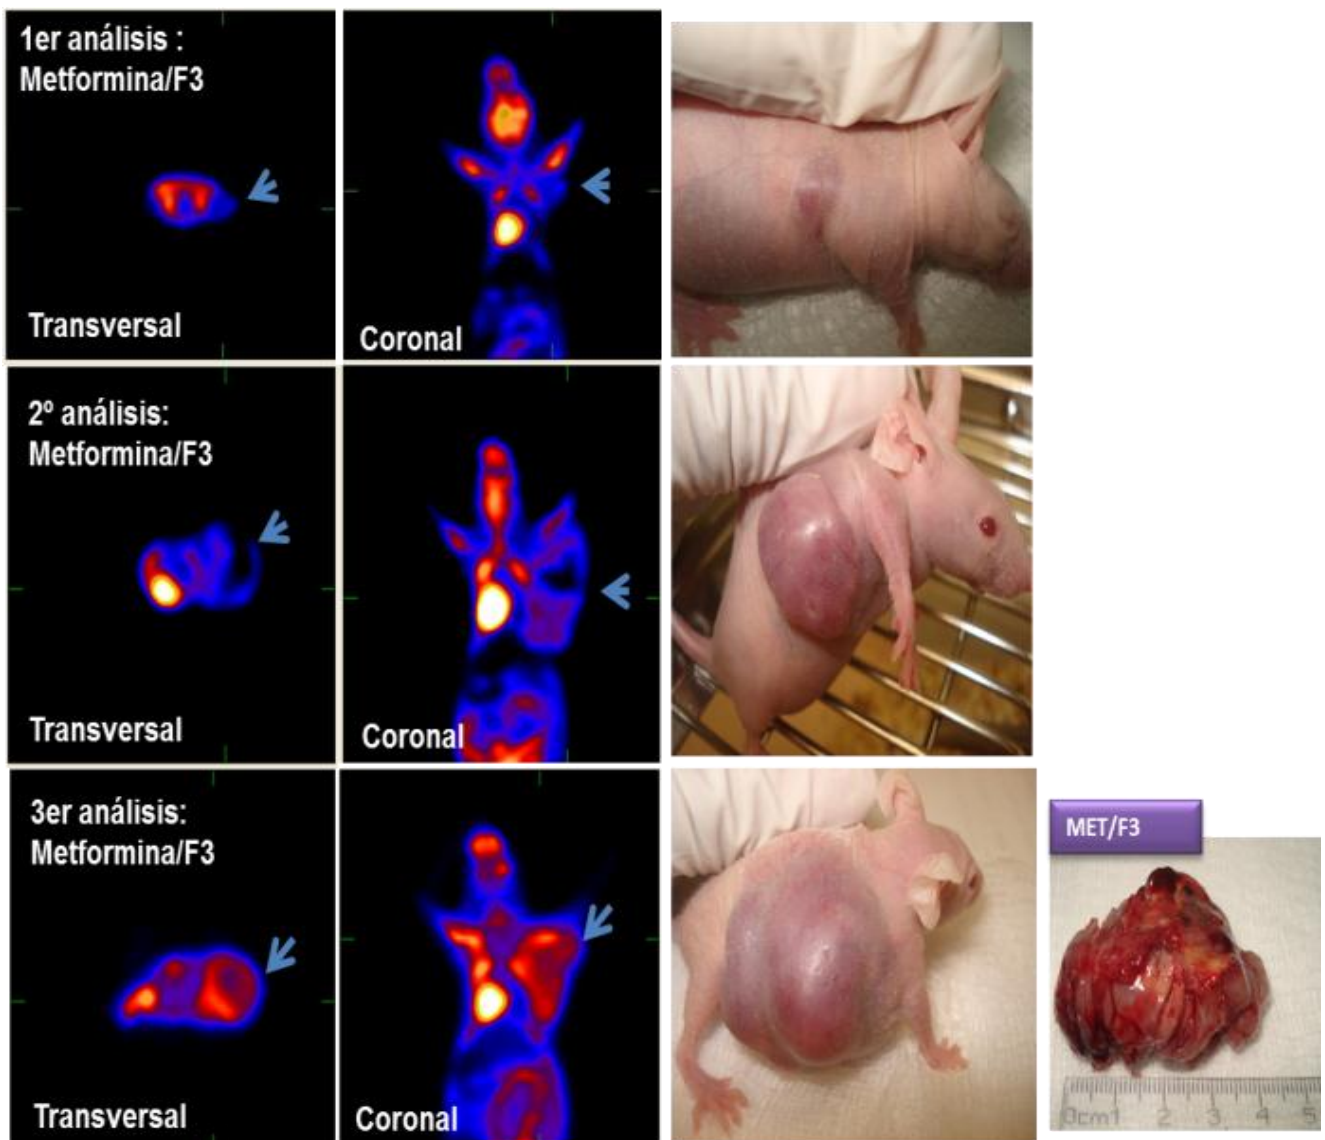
c. Muestra la evaluación del crecimiento tumoral de los grupos experimentales tratados con los fármacos en sinergia. Este análisis se llevó a cabo mediante microPET empleando ^{18}F FDG. El seguimiento de la enfermedad se evaluó mediante 3 análisis (basal, 7 y 15 días). c) grupo metformina/F3 se observó crecimiento significativo con respecto a la masa tumoral inicial. A la derecha se muestran los animales que se utilizaron durante los 15 días del seguimiento de este análisis y la masa tumoral extraída al finalizar el estudio. Las flechas indican la zona de mayor captación de la ^{18}F FDG; la cual se biodistribuye en la zona de mayor demanda energética. Por su naturaleza fisiológica, en los órganos corazón y cerebro se observa mayor captación del radionúclido; en la vejiga se observa captación debido a que la ^{18}F FDG es excretada a través de la orina.
